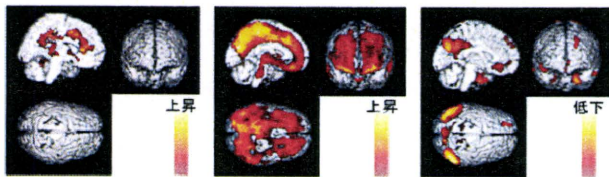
PK結合の上昇 PIB結合の上昇 FDG集積の低下
